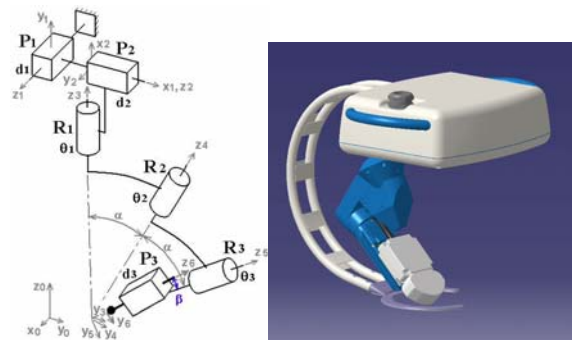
Cinématique d'Otelo 2 pour la télé-échographie
